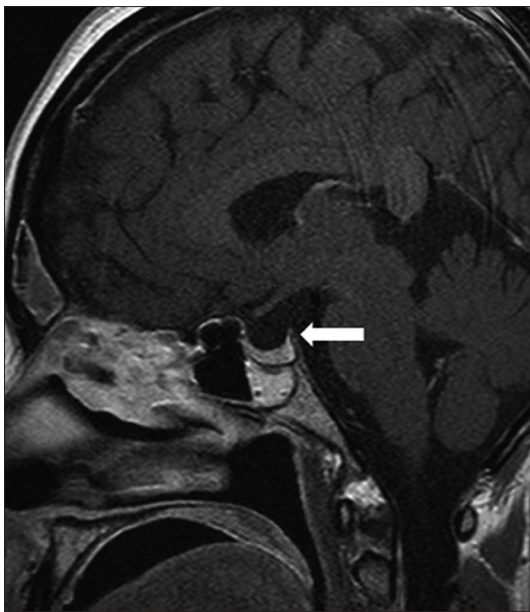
T1-weighted sagittal MRI demonstrates herniation of meninges containing CSF into an empty sella (white arrow) in a patient.
